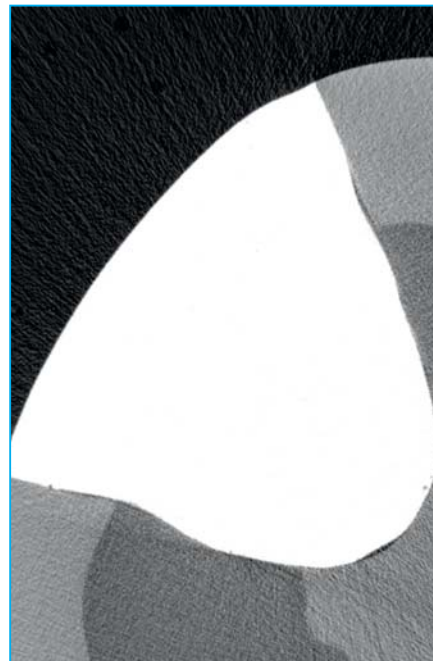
Zweiflächige Füllung mit Tetric EvoCeram Bulk Fill an einem Molaren; horizontaler Schnitt einer Micro-CT-Aufnahme (Auflösung 7 Mikrometer; mit freundlicher Genehmigung von Scanco Medical, Switzerland). Es sind eine gute Adaptation zum Rand und wenige Luftblasen zu sehen
